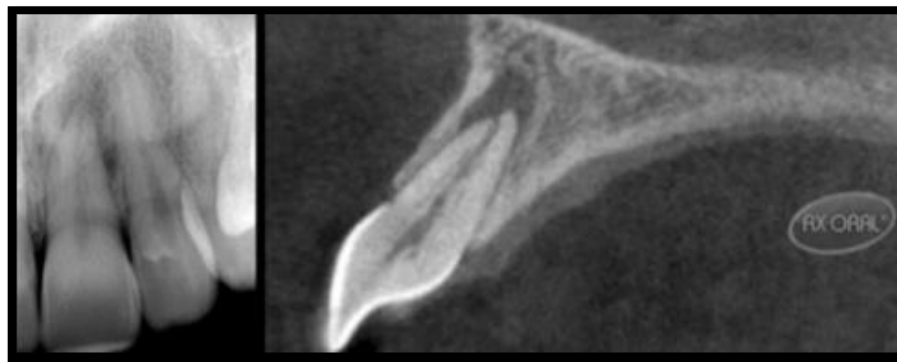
Reabsorción interna vista con una radiografía convencional (izquierda) y CBCT (derecha).¹⁵
